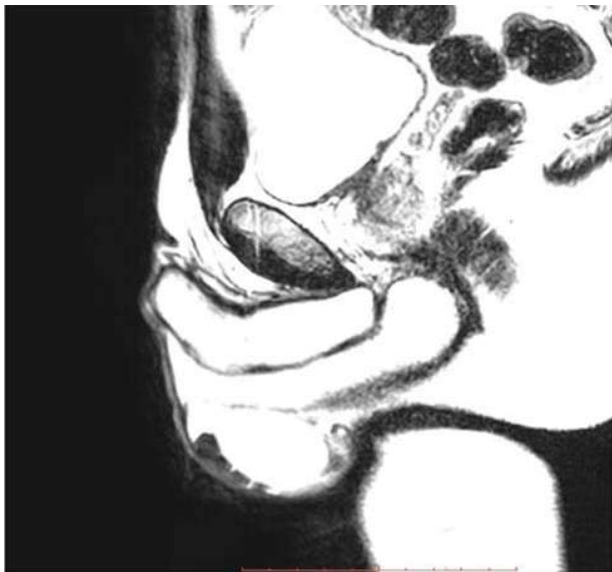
МР-томография малого таза.
